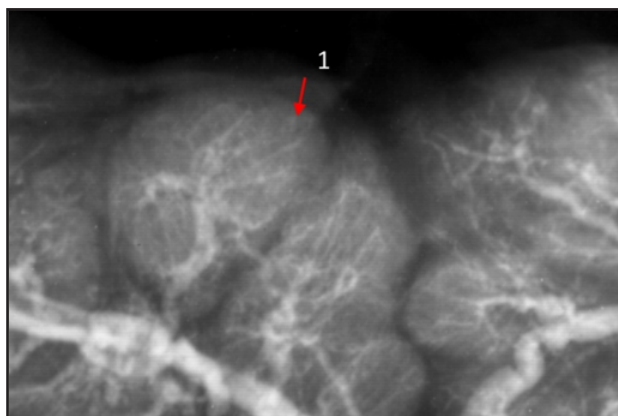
Женщина с физиологической беременностью. Фрагмент рентгенофлебограммы краевой части плаценты. Четко визуализируются мелкие кровеносные сосуды в центральной, парацентральной и краевой зонах котиледонов (1). Контрастирование: свинцовый сурик на олифе (1:3).
